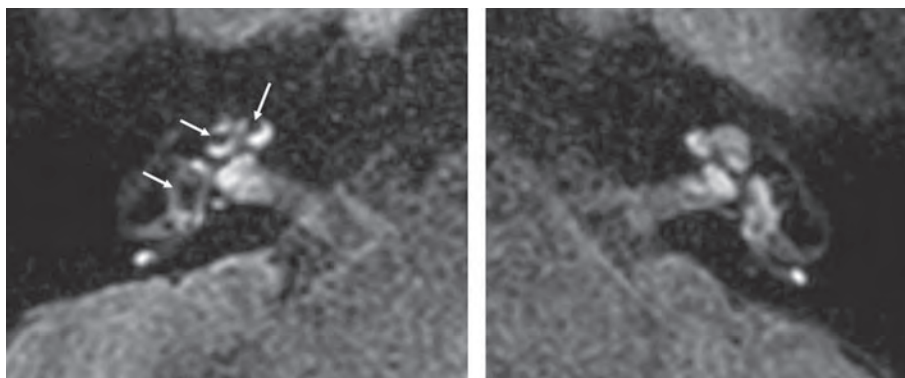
Images FLAIR post C+ zoomée du même patient montrant à l'évidence des encoches hypo-intenses dans la cochlée et un important défaut d'opacification du vestibule (flèches) à droite (image de gauche). Les encoches représentent l'hypertrophie du compartiment endolymphatique non opacifié empiétant sur le compartiment péri-lymphatique opacifié. Par contre, du côté gauche sain (image de droite), la "péri-lymphographie" est homogène : pas d'empiètement par une "hydropisie" endo-lymphatique.
